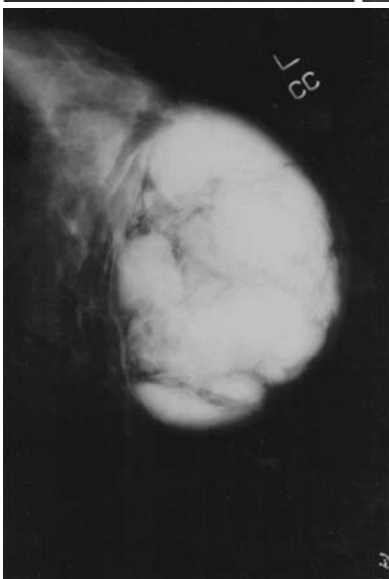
Рентгенограммы листовидной опухоли правой ГЖ пациентки Р., 1992 г.р
